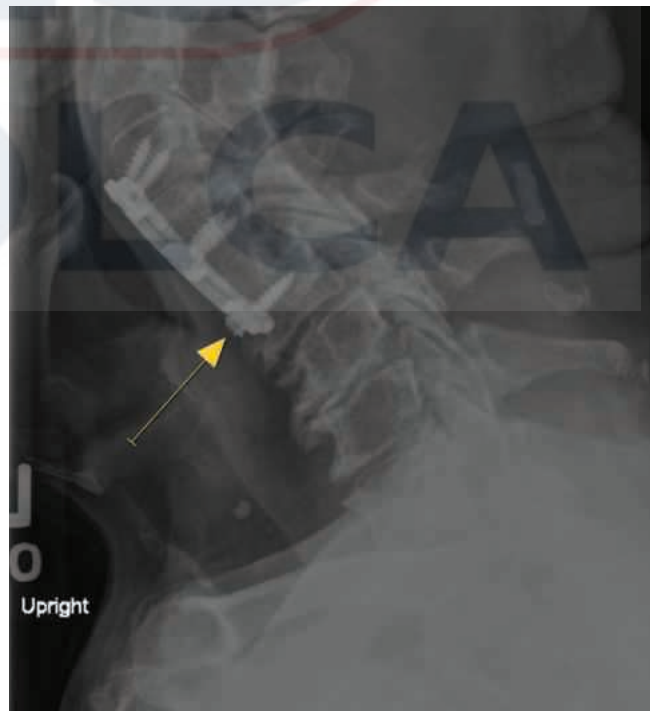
Radiografía lateral donde se aprecia el desprendimiento de un tornillo en C5 aproximadamente a los 5 meses de seguimiento (flecha).
